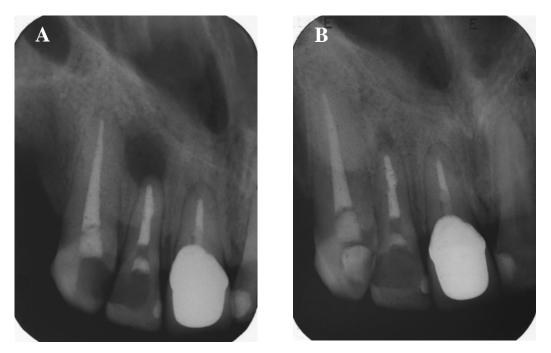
(A) Radiografía de alta endodóntica. (B) Radiografía de control 2017. Se puede observar reparación ósea radiográfica parcial de la lesion periapical.
